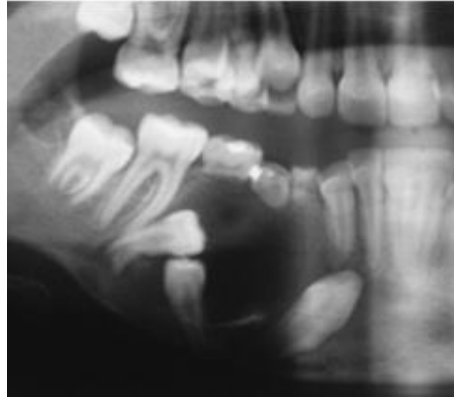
Radiographie panoramique 3 mois après la pose d'un drain de décompression (83)
